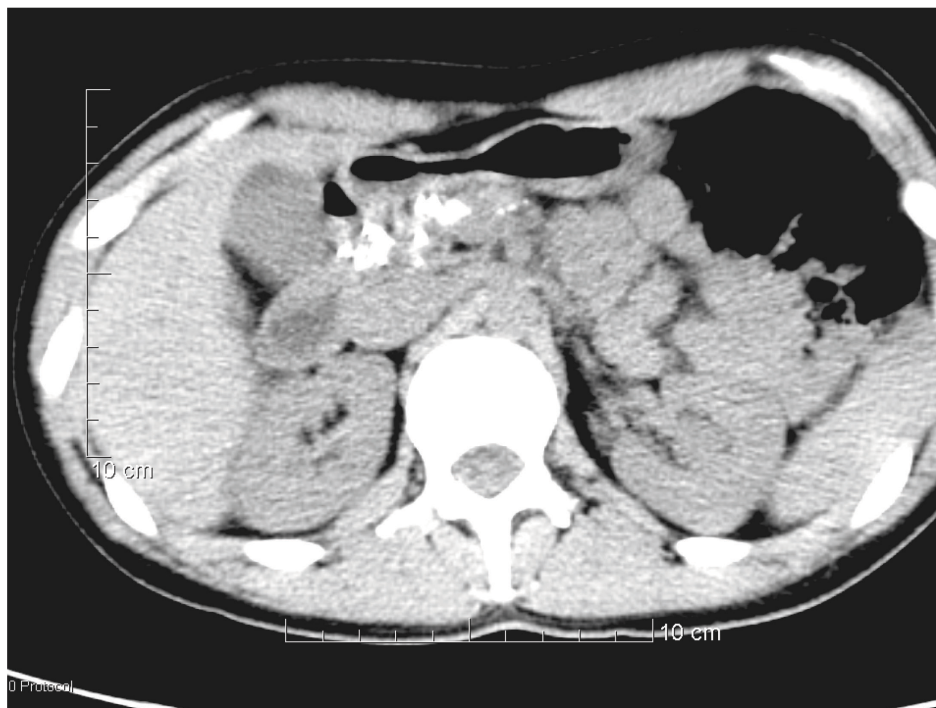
а. Компьютерная томография: вирсунголитиаз
